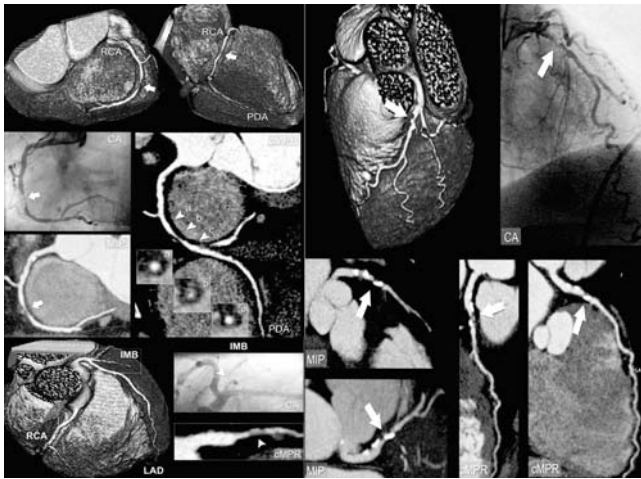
Прямое сравнение результатов селективной КАГ и 64-МСКТ: справа — стеноз среднего сегмента ПКА (стрелки); слева — стеноз проксимального сегмента ПМЖА (большие стрелки). В области поражения визуализируются включения кальция.
